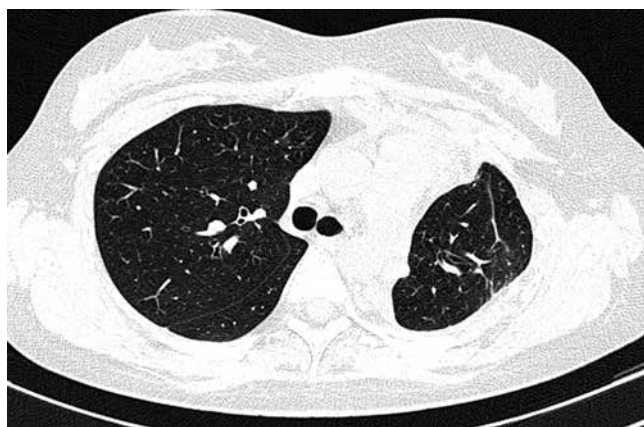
КТ ОГК пациентки Ф., 17 лет, через 1 мес. после операции: левое легкое значительно уменьшено в размере за счет резекции верхней доли и С₆. Формирование фиброторакса в верхнем отделе левого гемиторакса
